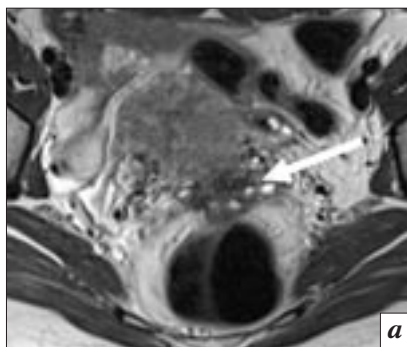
Ретроцервикальный эндометриоз: *а* – на аксиальных T2-взвешенных томограммах в ретроцервикальной области визуализируется неоднородной структуры преимущественно низкоинтенсивный очаг с кистозными и геморрагическими включениями, распространяющийся на заднюю губу шейки матки (стрелка); *б* – на бесконтрастных коронарных T1-ВИ в очаге эндометриоза определяются гиперинтенсивные геморрагические включения (стрелка).
